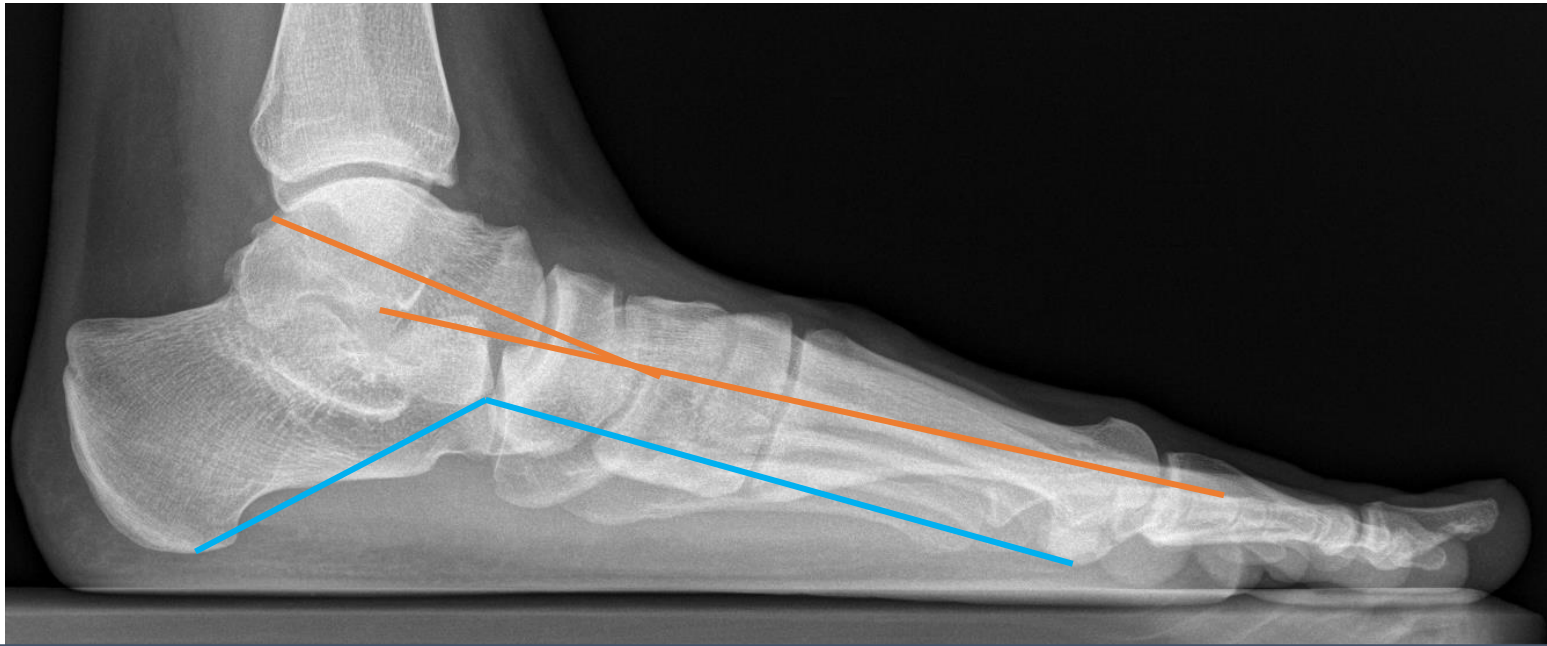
Radiografía lateral en carga. Pie plano con aumento del ángulo plantar (137°) y aumento del ángulo de Meary con vértice plantar (10°).
